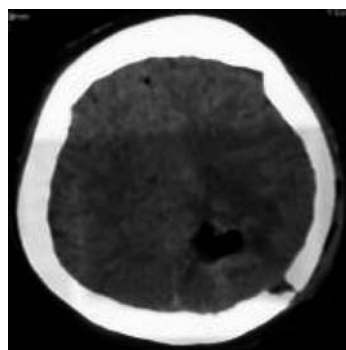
Компьютерная томограмма головного мозга с контрастным усилением после удаления опухоли в левой теменно-затылочной области.
